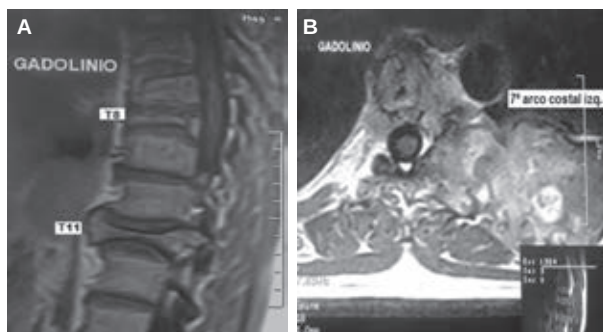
Resonancia magnética nuclear contrastada con gadolinio. A. Corte sagital con lesiones en T8 y T11. B. Corte axial de la lesión del séptimo arco costal.
